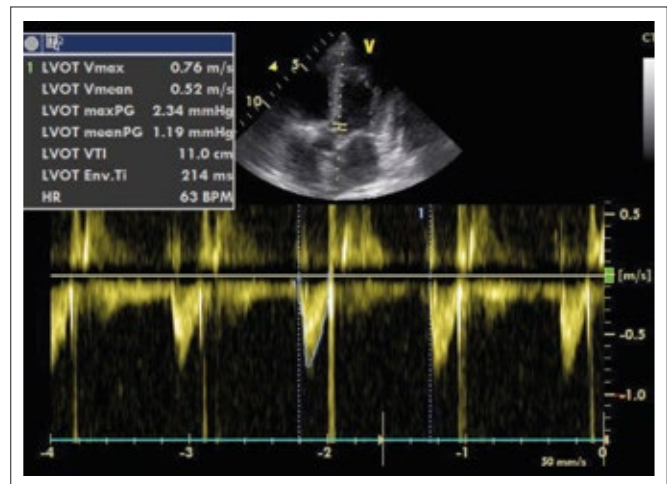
Messung des aortalen VTI im apikalen Fünfkammer-Blick mittels PW-Doppler.
